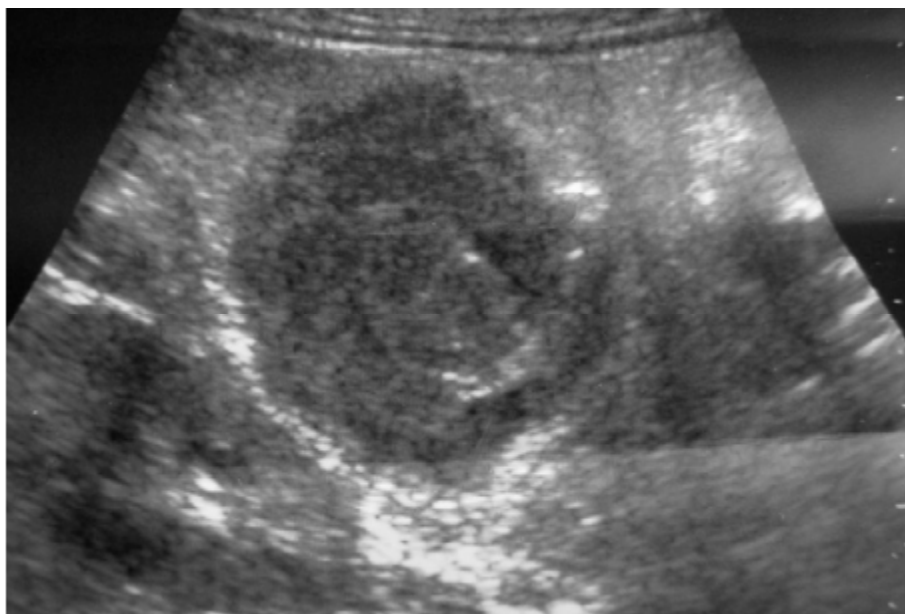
Échographie abdominale : image hypoéchogène intracæcale en faveur d'un lymphome [46]
